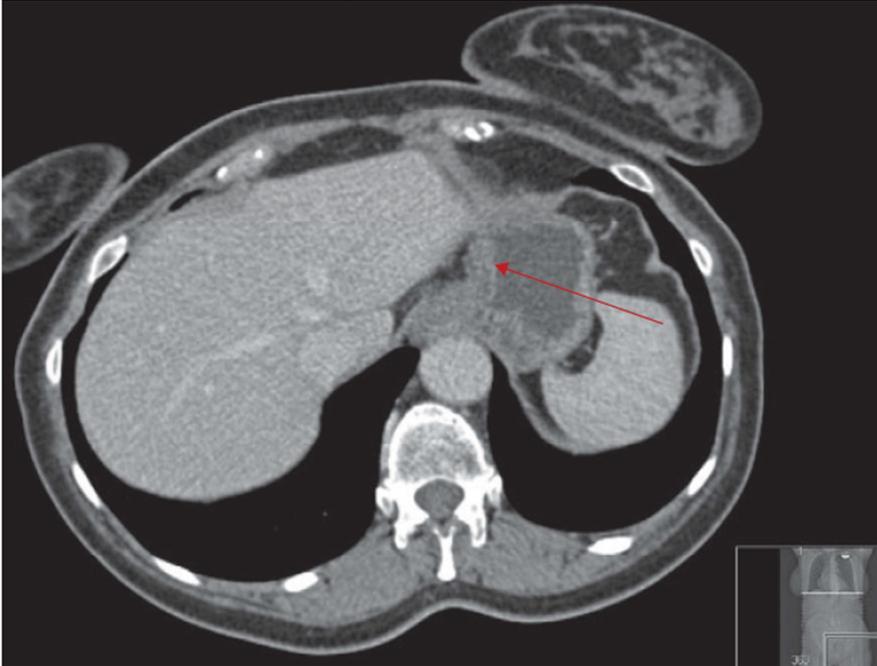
Tumor primario no es fácilmente visualizado en esta CT y es confinado a la pared del estómago (17)
